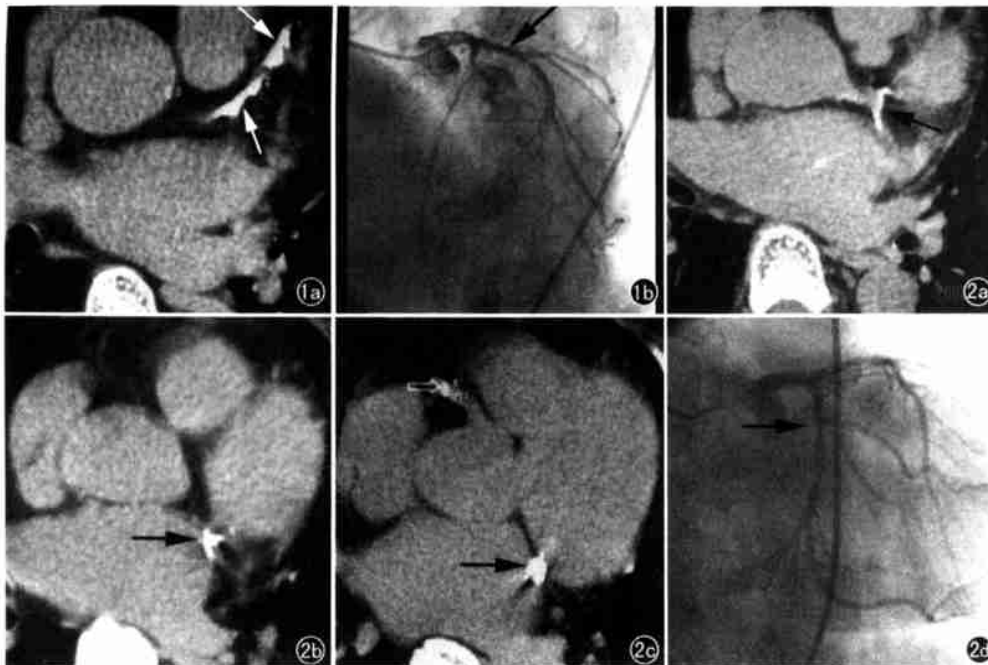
a) 前降支近段大量条片状钙化(箭),累及开口部,圈出的兴趣区均为 CT 值 > 130 HU 的钙化灶;b) 左冠状动脉造影左前斜加头位片证实近段明显狭窄(箭),最窄处狭窄程度达 80%。
